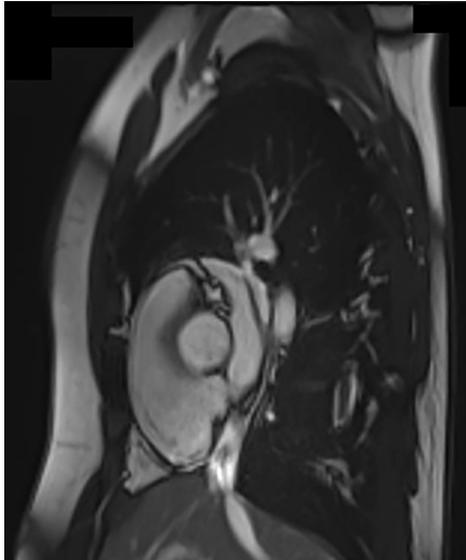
Estudio de Resonancia Magnética Cardíaca.
